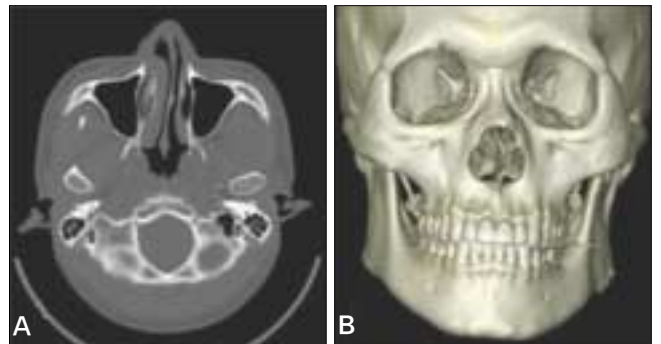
Septal deviation on CT image(A) and 3D CT image(B)
